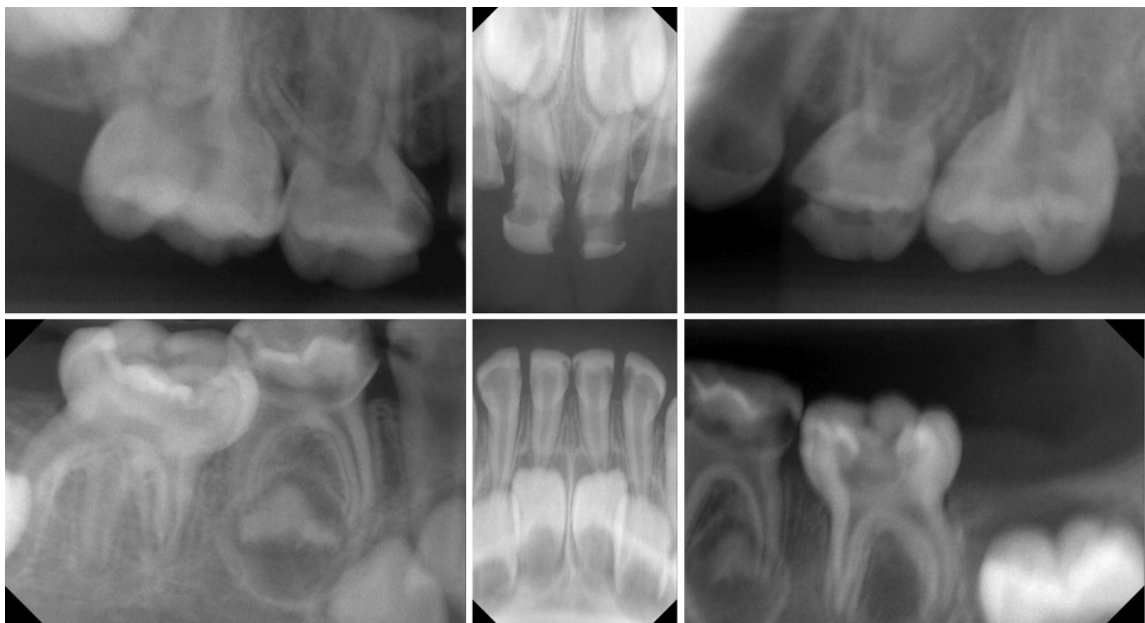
Intraoral radiograph before treatment.
